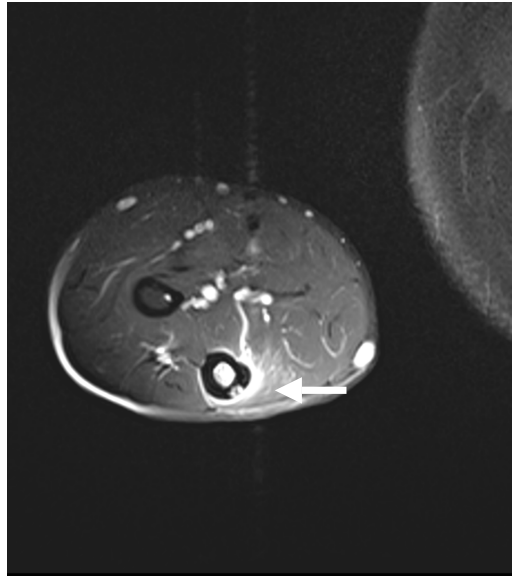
Resonancia magnética en secuencia T2 en corte axial, se evidencia edema medular como señal hiperintensa al igual que en los tejidos blandos adyacentes (flecha).
